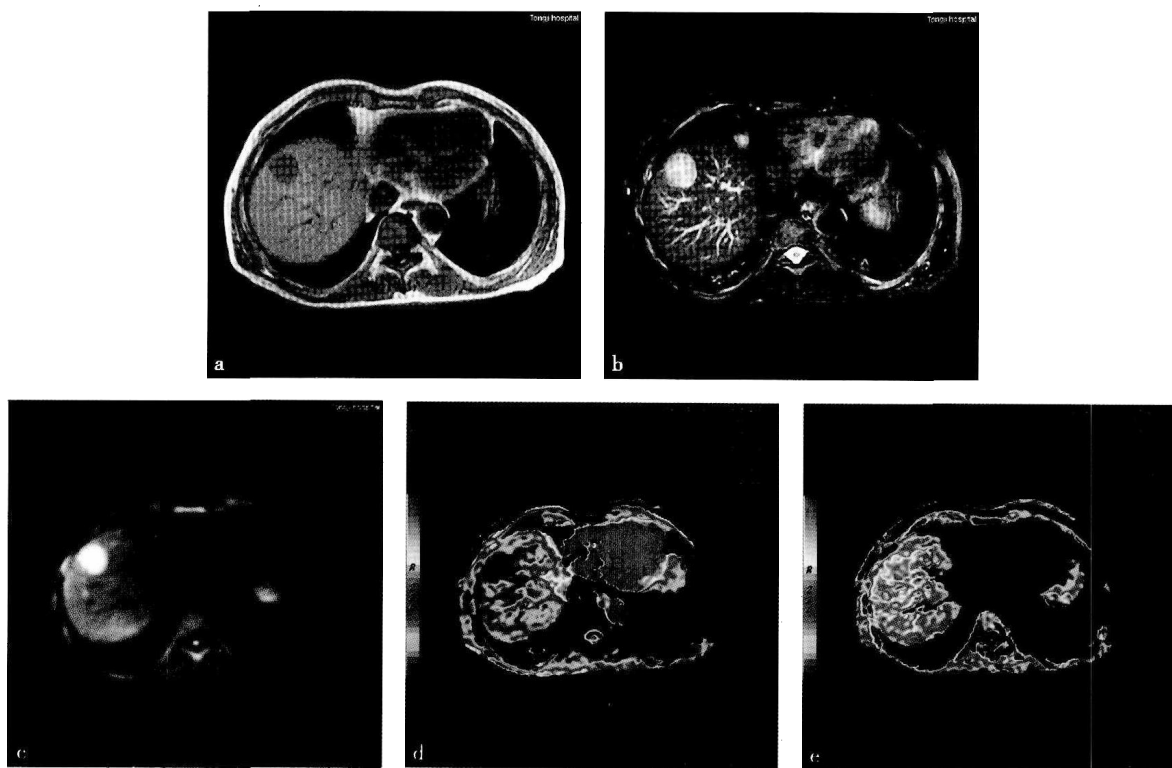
肝右叶肝细胞癌平扫和 DWI 表现
